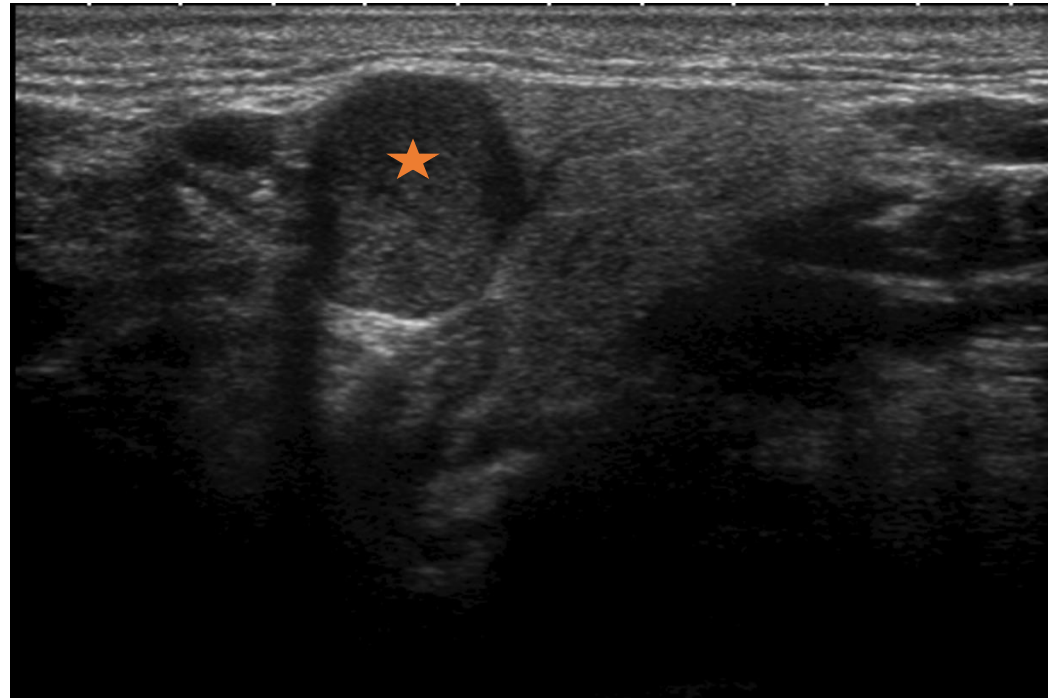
Paciente con bultoma submaxilar derecho. En ecografía se observó una lesión nodular hipoeicoica y bien delimitada, sugestiva de tumoración primaria.
